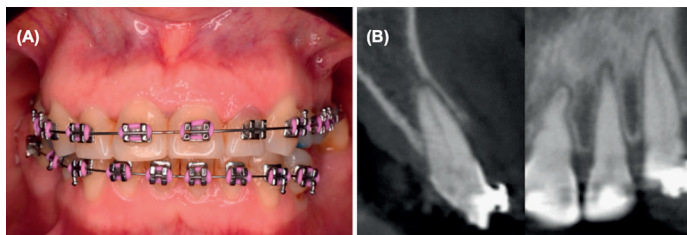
Five weeks following the placement of orthodontic appliances. (A) Intraoral photograph showed a purple discoloration at the cervical region of tooth 22. (B) CBCT showed widening of the apical periodontal space of tooth 22.
